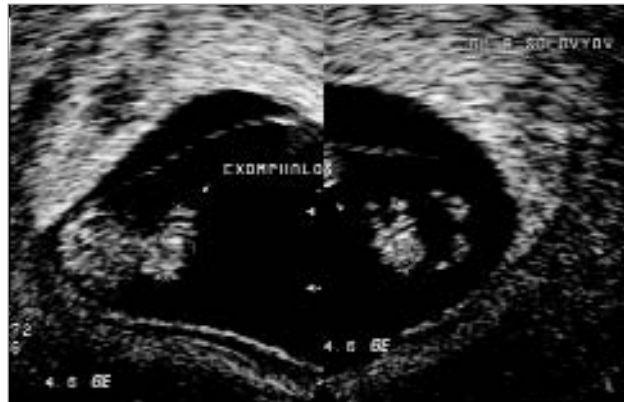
Пренатальная ультрасонография. Срок гестации — 9 недель. Физиологический экзомфалос. (при УЗИ после 14 нед. уже не определялся)
